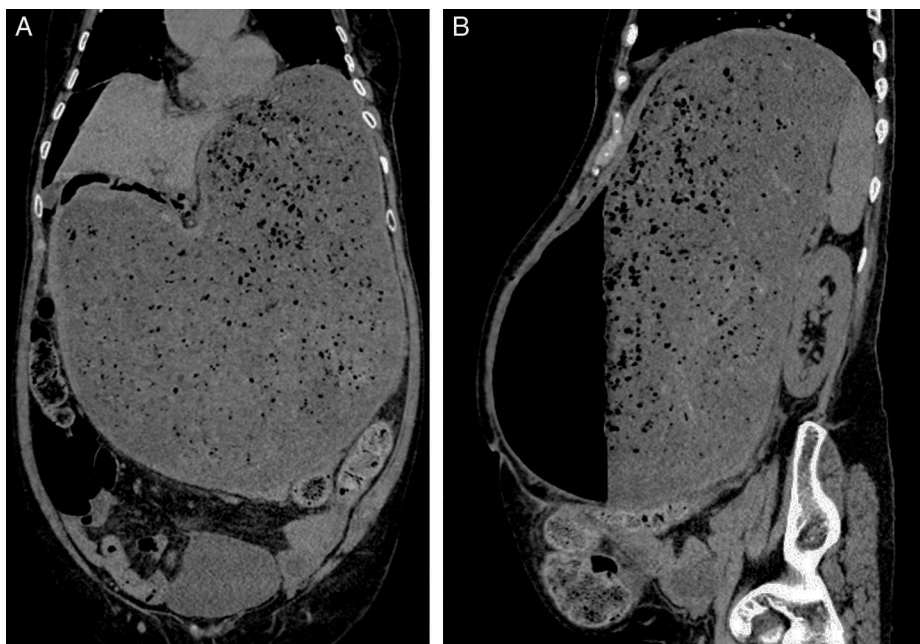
Imágenes de TAC abdominal. A) Corte coronal; B) Corte sagital: estómago muy distendido, con contenido alimenticio y aire, sin observar paso del mismo hacia duodeno, en relación con estenosis pilórica conocida. Neumoperitoneo en abdomen superior, y pequeña cantidad de líquido libre perigástrico.
